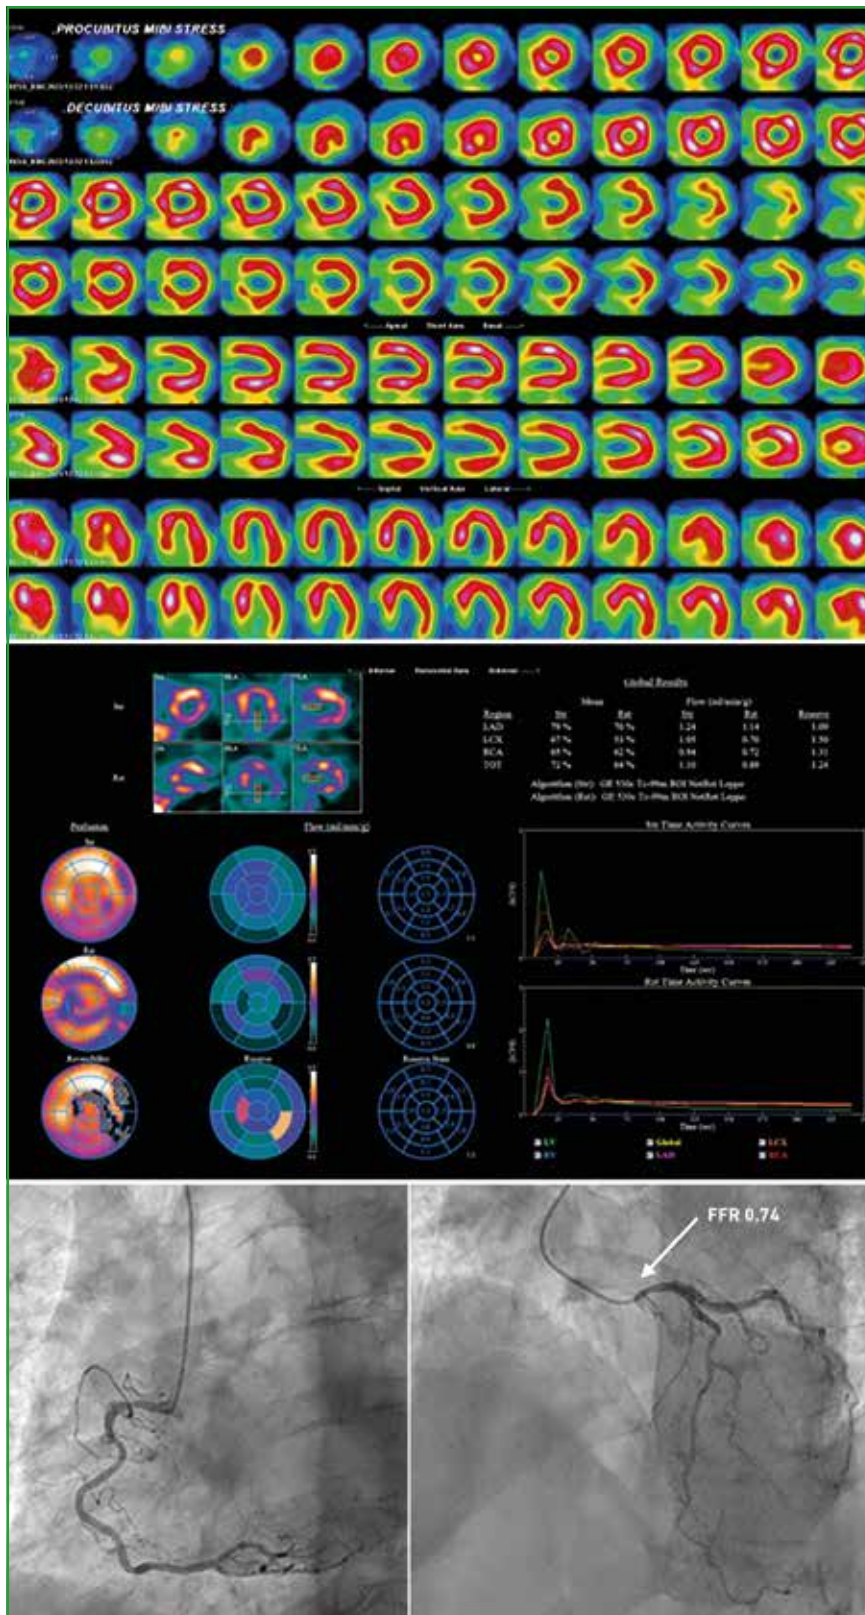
Scintigraphie myocardique montrant une perfusion normale (A); la mesure de la réserve coronaire avec gamma camera CZT revient anormale < 2 (B); la coronarographie montre une lésion du tronc commun gauche avec $FFR < 0,8$ (C); une ischémie équilibrée a pu être dépistée grâce à la mesure de la réserve coronaire en scintigraphie myocardique.
